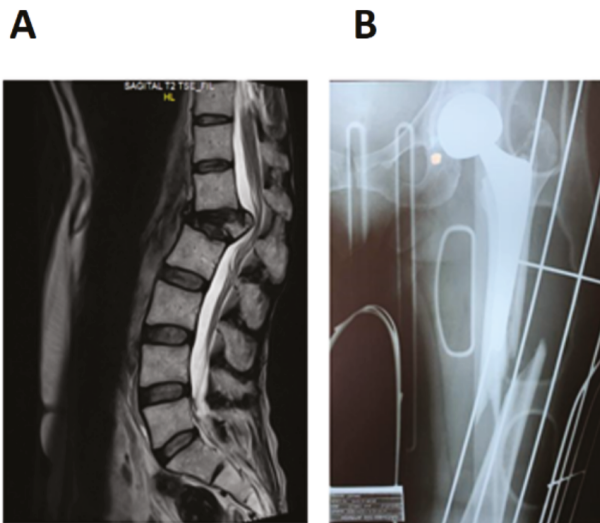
(A) Ressonância Magnética de coluna lombar demonstrando fratura compressiva do corpo vertebral de L1, com estenose do canal vertebral nesse nível e estreitamento dos forames neurais de L1-L2. (B) Radiografia de coxa esquerda evidenciando fratura completa oblíqua de terço médio da diáfise do fêmur esquerdo com desvio medial.
